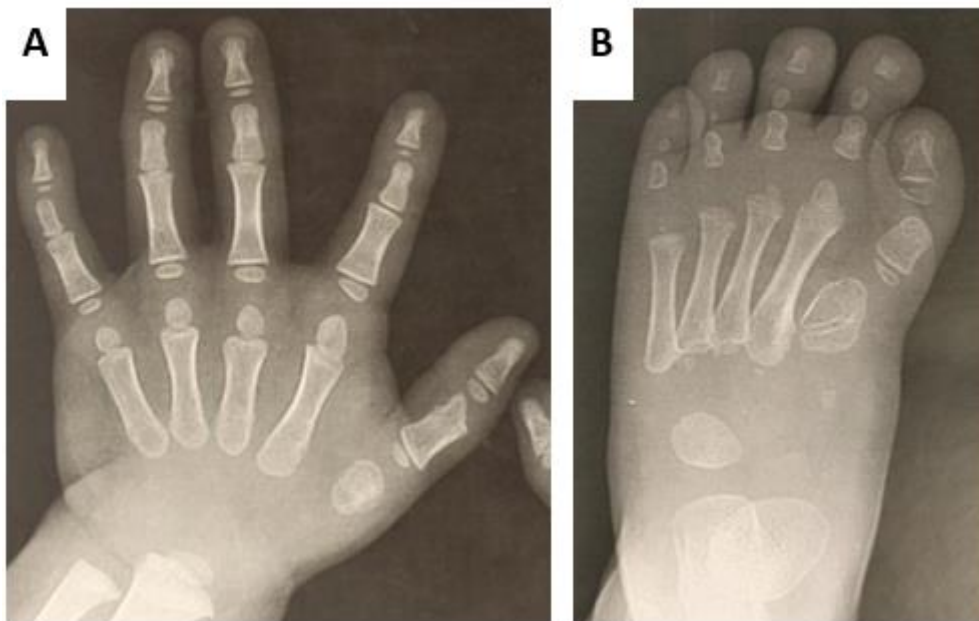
Radiographie de la main (A) et du pied (B) de la patiente 43.
